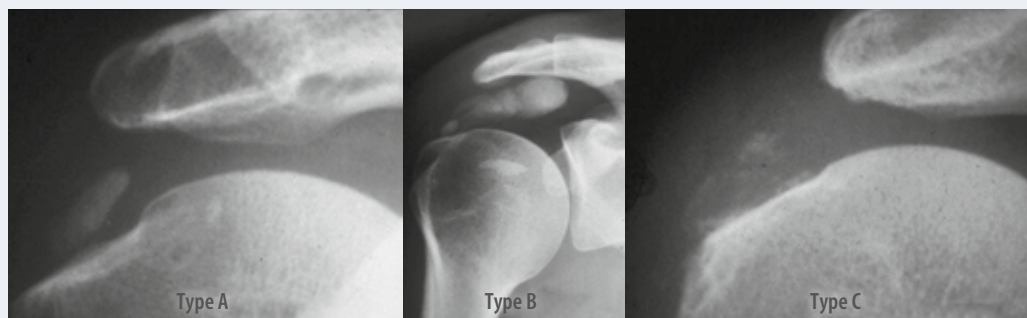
Diagnostic radiographique des calcifications de type A, B et C.
